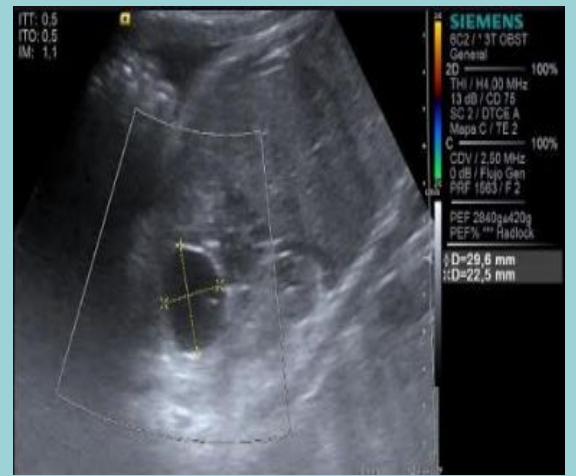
Ecografía de 3T en semana 37
